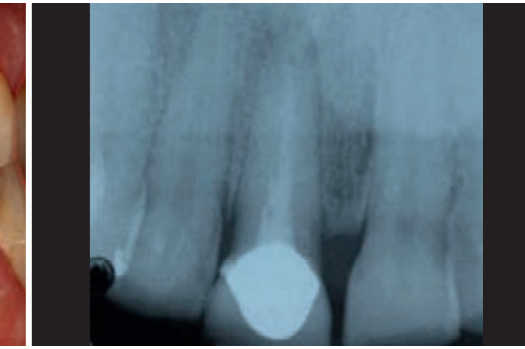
Das Röntgenbild von Zahn 11 zeigt eine apikale Aufhellung.
